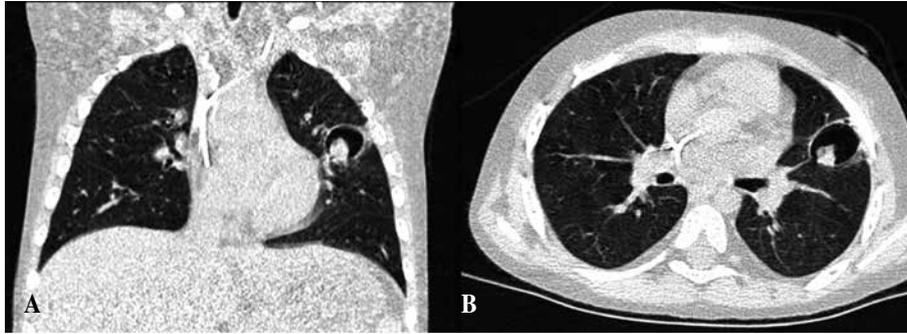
Aspergiloma pulmonar. Cortes axial (A) y coronal (B) de TC pulmonar donde podemos apreciar lesión cavitada en la llingula pulmonar izquierda, con presencia de masa fúngica en el interior.
